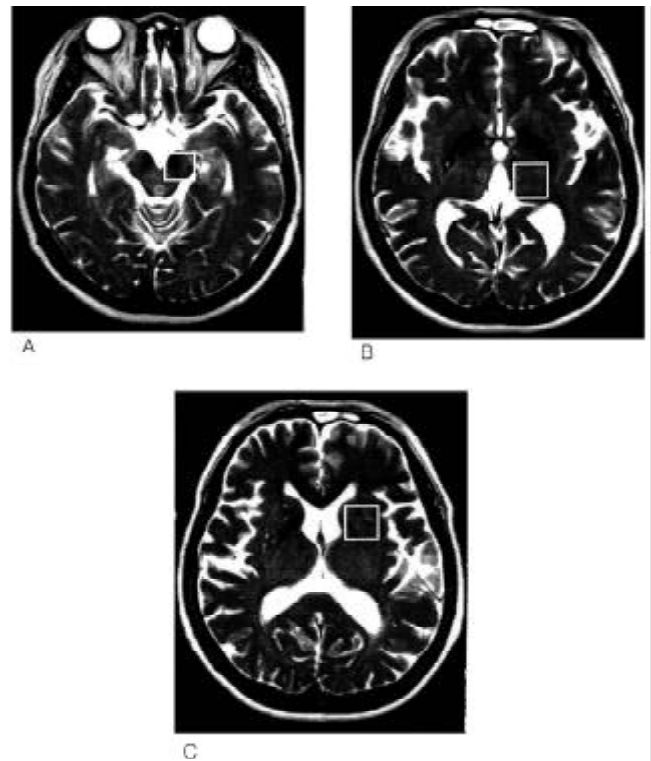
Talamotomía estereotáctica. Resonancia cerebral en secuencia T2 cortes axiales que muestran el sitio de lesión estereotáctica.
